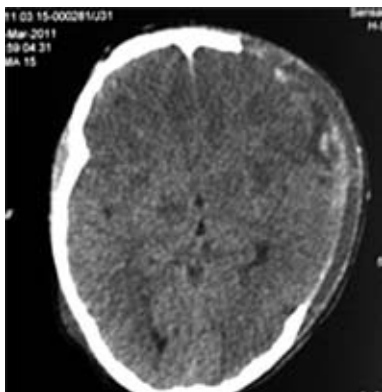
TC de crânio pós craniectomia.
